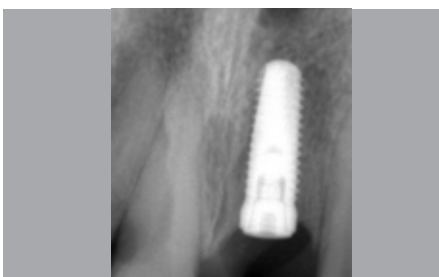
Das Einzelröntgenbild lässt das Innendesign der Verschlusschraube erkennen und zeigt die Lage der Implantatschulter knapp unterhalb der Schmelzementgrenze.
